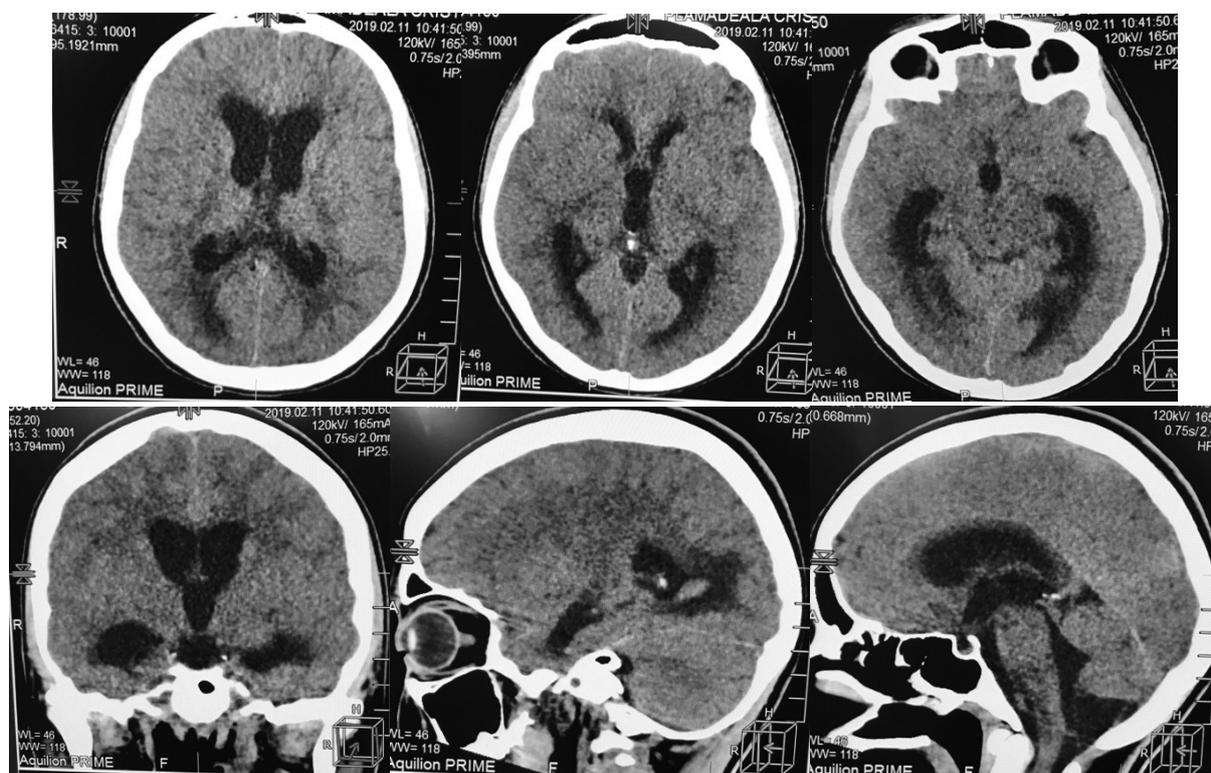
CT cerebral – se constată prezența unei hidrocefalii interne ocuzante
